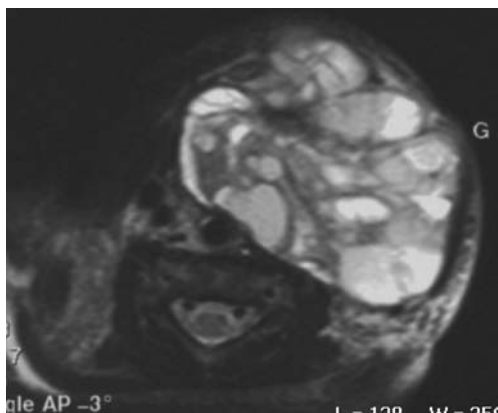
Téartome cervical. IRM cervicale montrant un téartome cervical gauche comportant des zones solides iso-intenses et des zones kystiques hyperintenses en T2.
